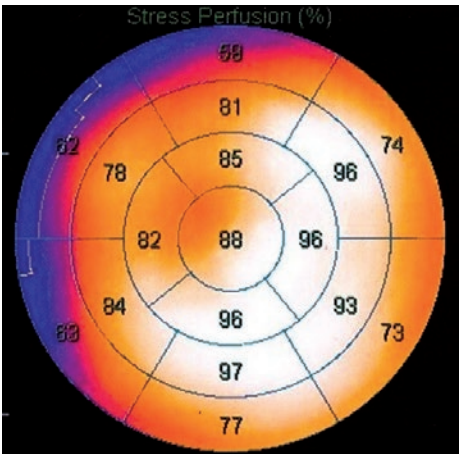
Перфузионная сцинтиграмма пациентки М., 64 лет, с МСС. Выявляются преходящие дефекты перфузии миокарда в переднеперегородочной области левого желудочка [из личного архива Хачировой Э.А.]
